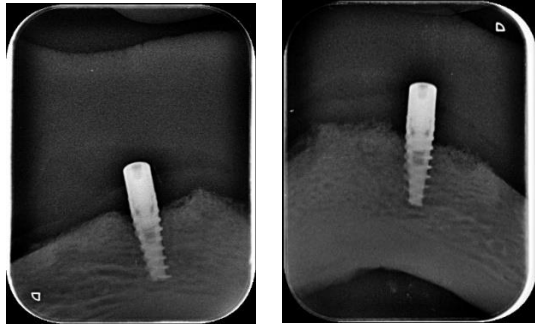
Radiografías de implante 33 y 43 a doce meses de seguimiento.
